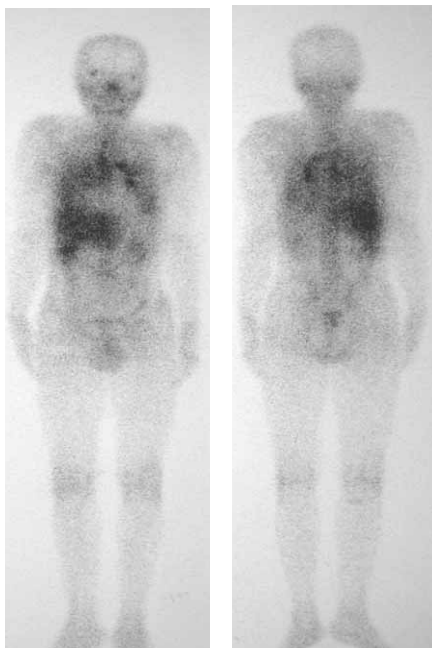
Gallium scintigraphy showing diffuse abnormal uptake in both lung fields.
